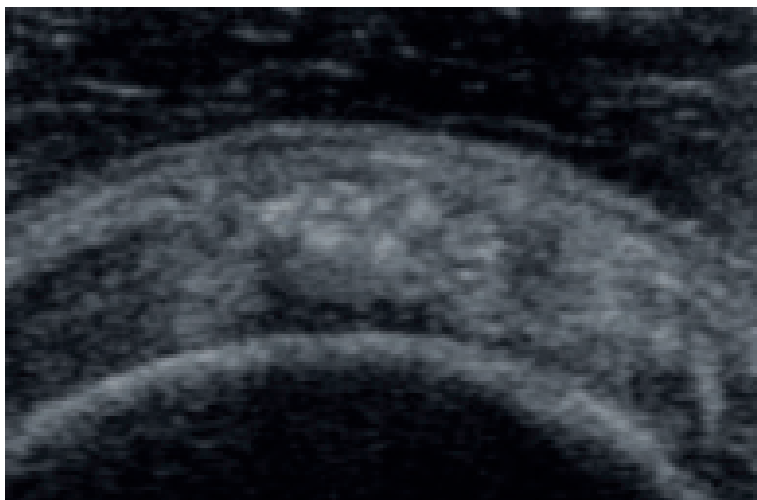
Ecografía de hombro que muestra calcificación en espacio sub acromial de hombro.
